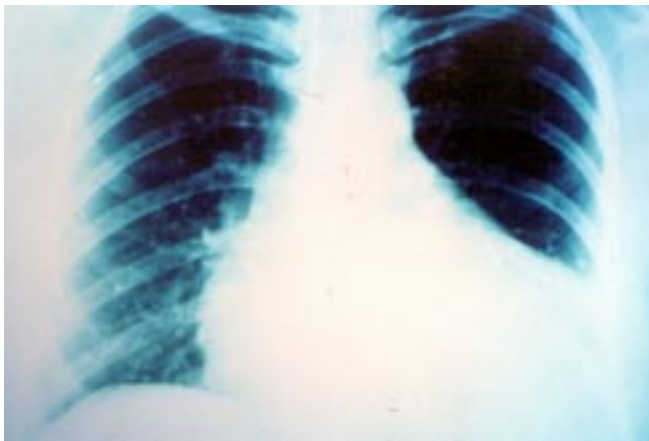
Radiografía de tórax anteroposterior, con aparente cardiomegalia. Existen múltiples calcificaciones pulmonares.
